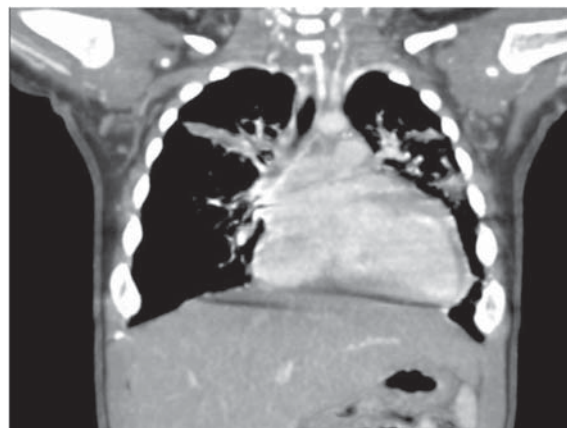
МСКТ. Збільшення розмірів правого передсердя та розширення стовбуру легеневої артерії.
